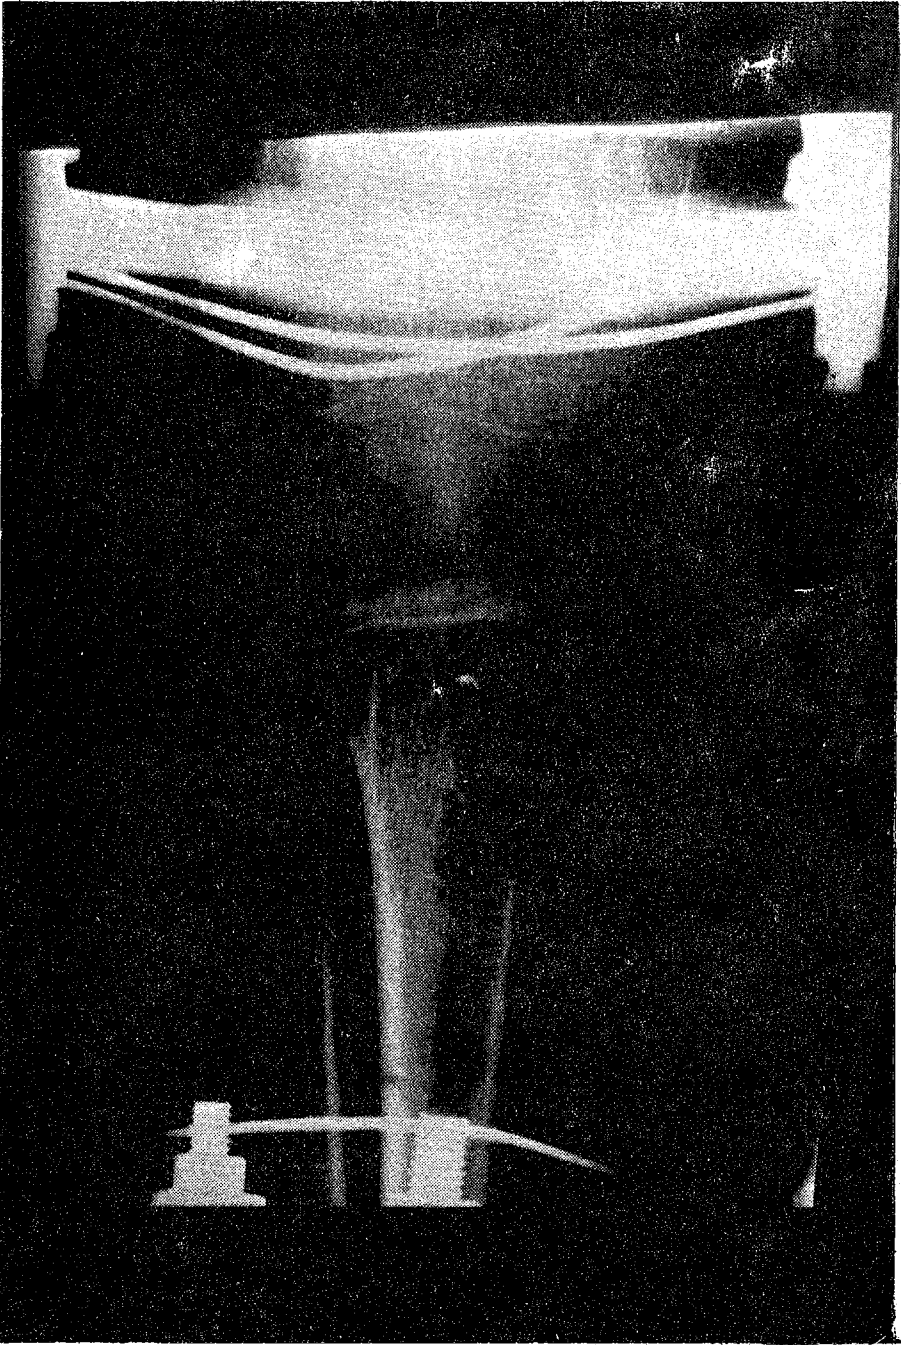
Radiografía que muestra la consolidación ósea luego del alargamiento (Caso 2).
